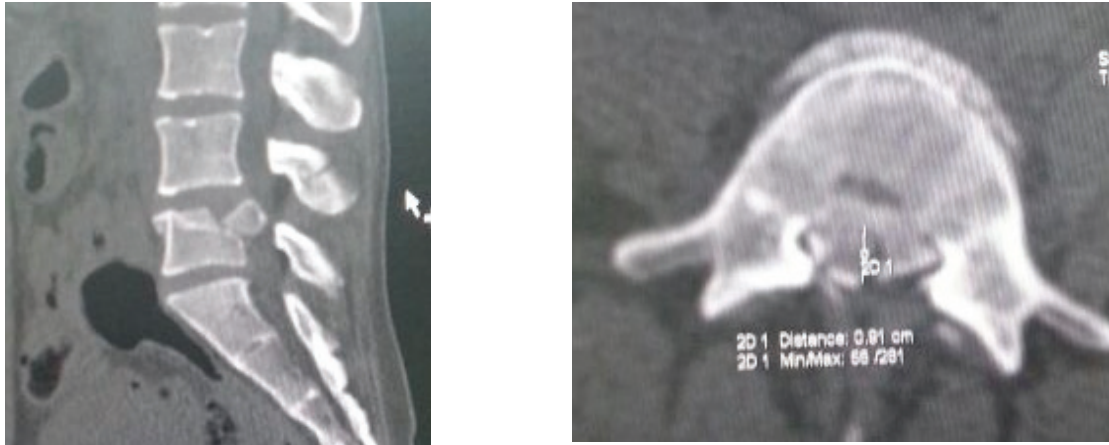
Боковой и аксиальный срезы на КТ. Отмечается «краш» перелом с выраженным стенозом позвоночного канала
